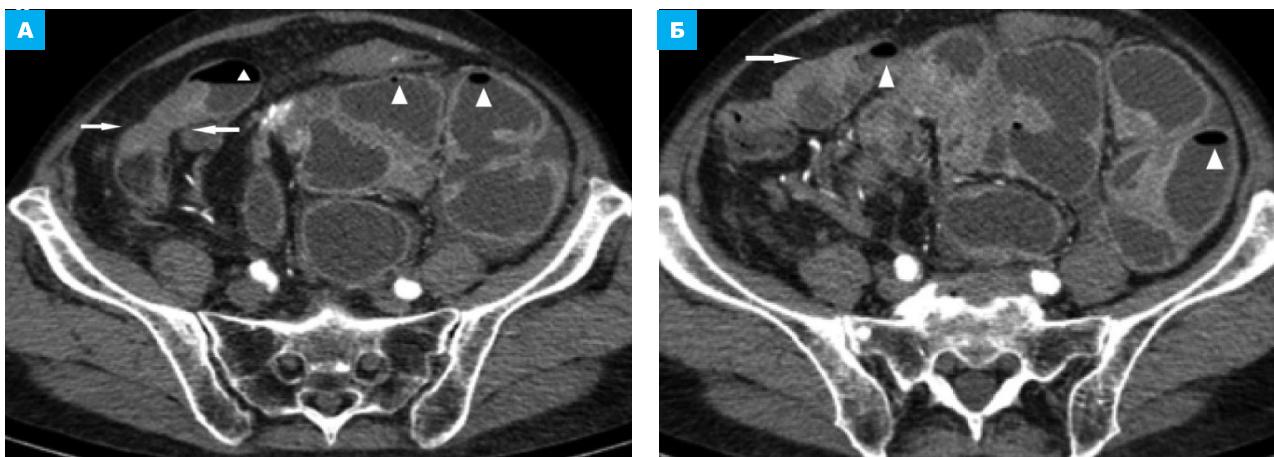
КТ брюшной полости, аксиальная плоскость, артериальная фаза КУ. Рак тонкой (подвздошной) кишки. Вторичное поражение серозных оболочек. Артериальная фаза КУ. А – опухоль подвздошной кишки с обычным трансмуральным КУ (стрелки). Б – просвет кишки проксимальнее опухоли расширен и содержит жидкость на фоне непроходимости (головки стрелок)
